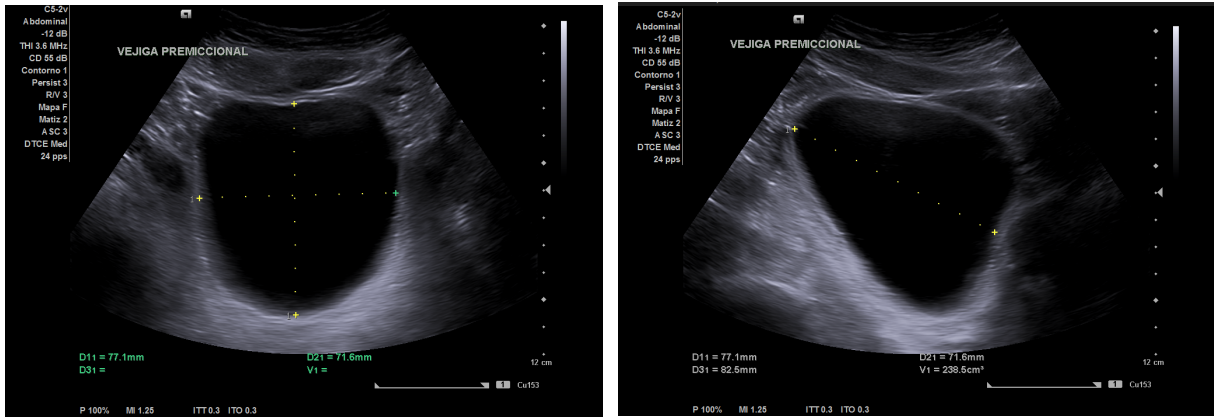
Imagen de ultrasonido vesical con medida del volumen de orina premiccional.
